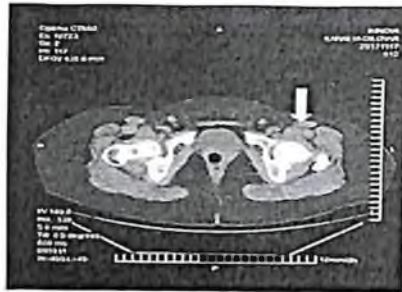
КТ костей таза девочки 12 лет с ОГО КТС, 8-е сутки заболевания. На снимке мягкие ткани, окружающие левый ТС и капсулу сустава, несколько отечны. Суставная щель несколько сужена, суставная поверхность головки бедра четкая, без деструктивных изменений. На КТ здорового аналогичного сегмента мягкие ткани структурны, четко визуализируются все слои, костной патологии нет
